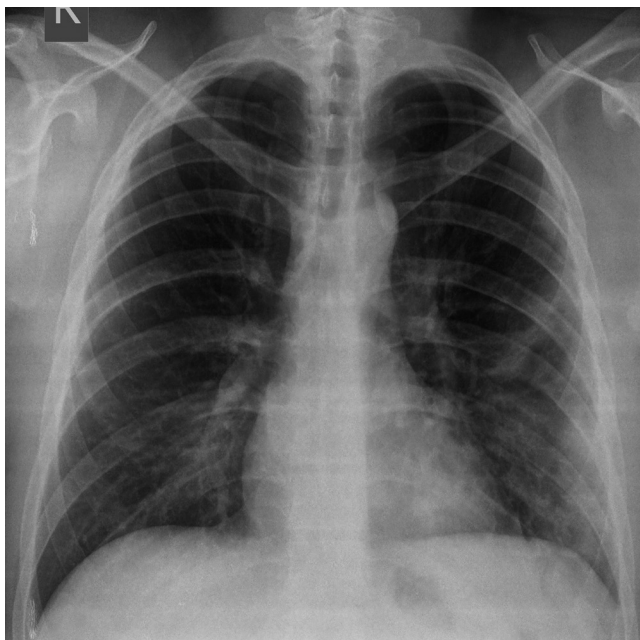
Caso 2. Radiografía de tórax. Áreas de aumento en la densidad del parénquima pulmonar con patrón de vidrio esmerilado basal derecho y consolidación subpleural izquierda.
